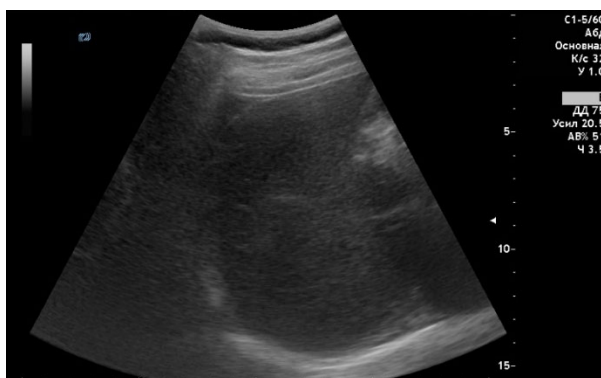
УЗИ печени в В-режиме: эхограмма правой доли печени в VI–VII сегментах
